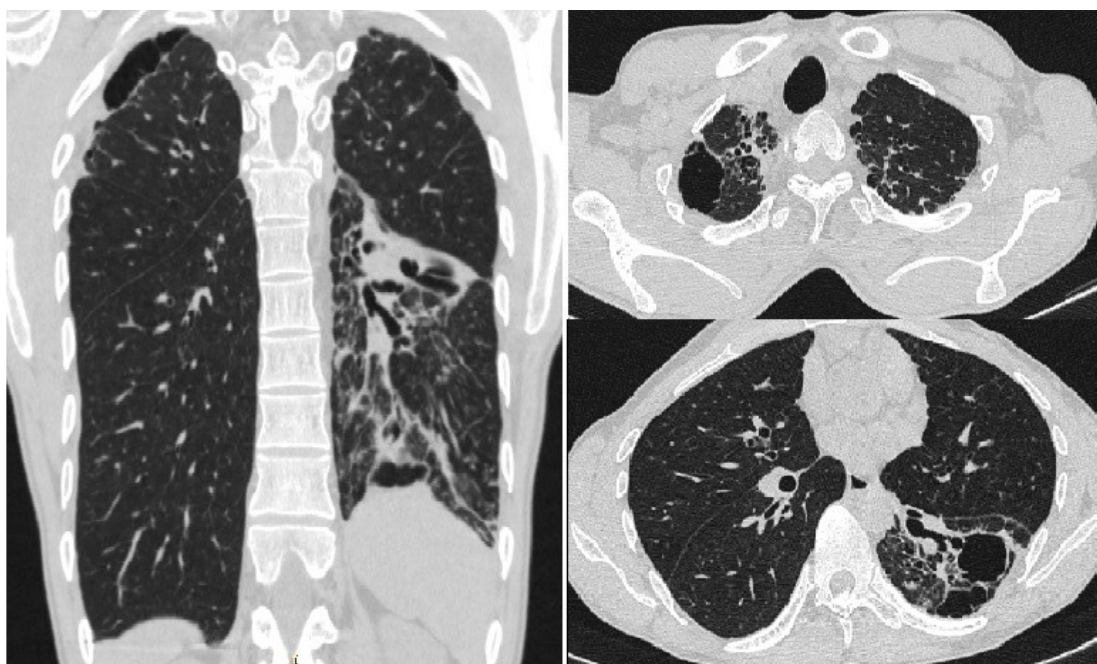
МСКТ органов грудной клетки при поступлении.
